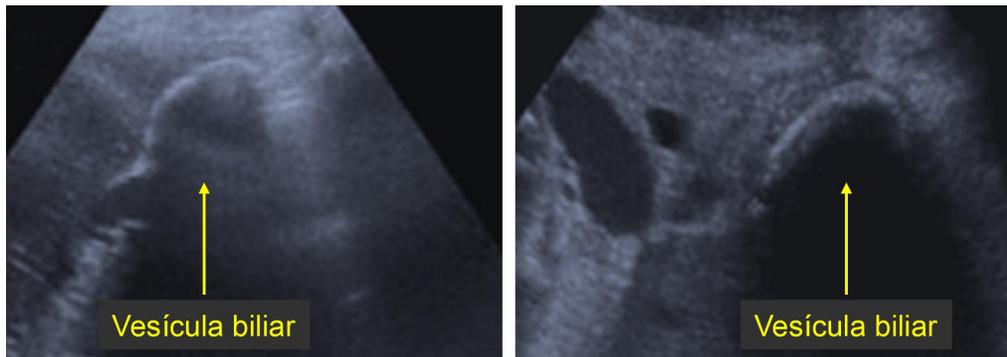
Imágenes ultrasonográficas de VP. Se aprecia una imagen ecogénica que dibuja parte del contorno del fondo vesicular, la estructura semilunar hiperecica y la sombra acústica posterior que deja la imagen de litos y calcificación.
